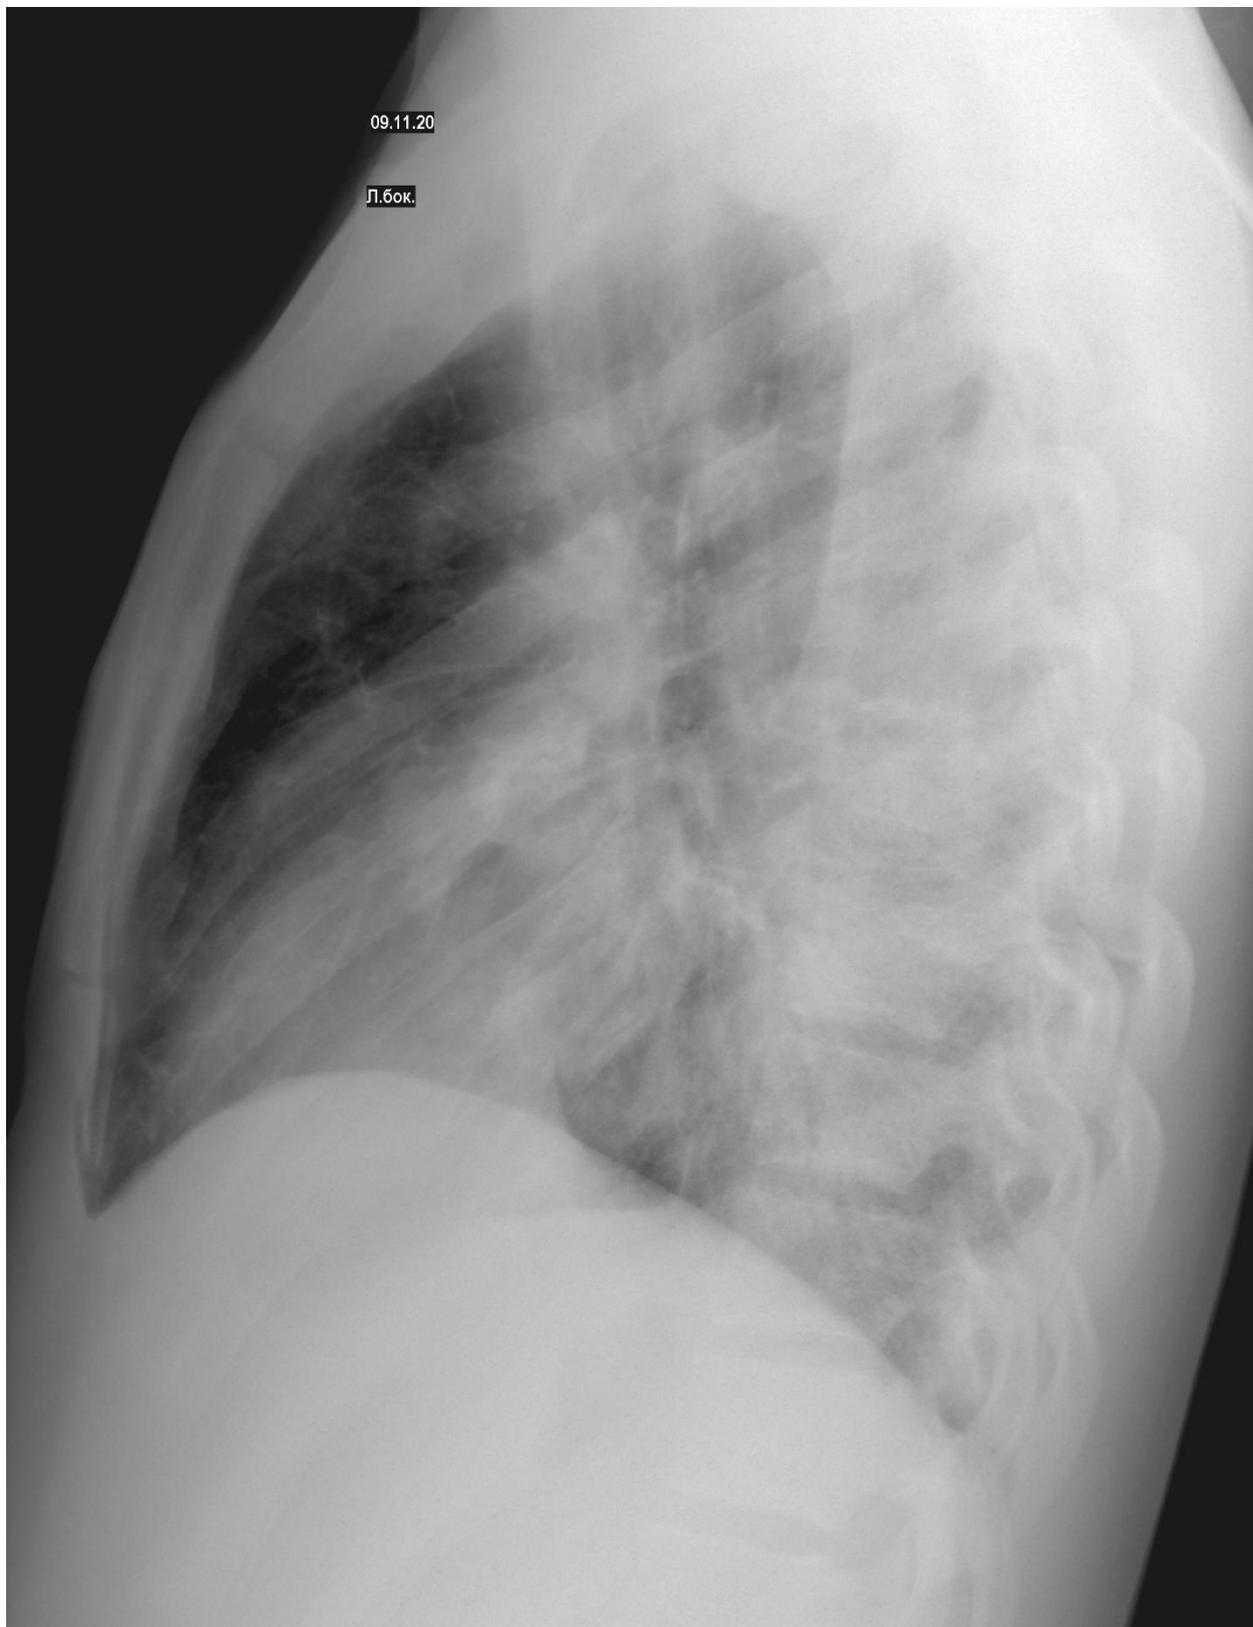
Рентгенологическое исследование легких в правой боковой проекции
